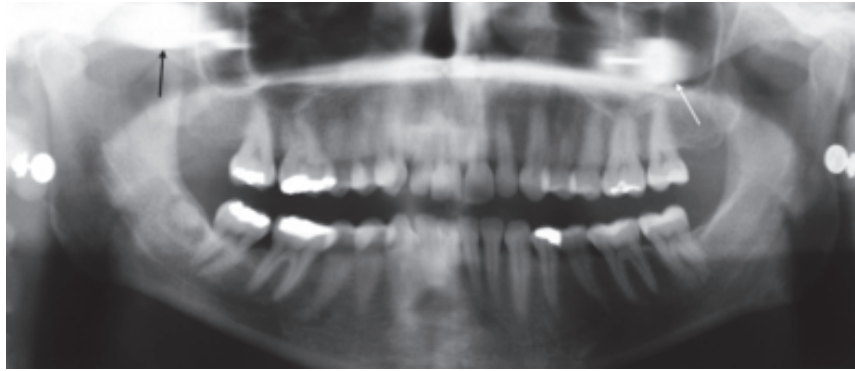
Radiographie illustrant les projections « fantômes » de boucles d'oreilles (13)
